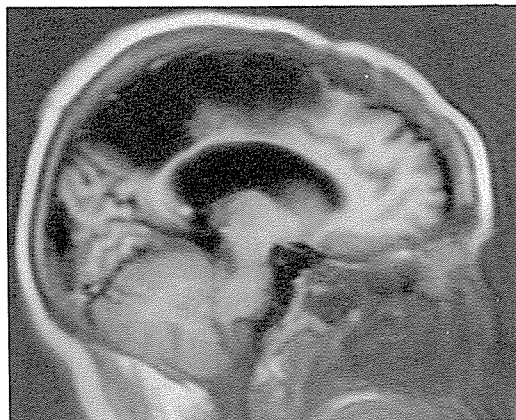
鏡像動作例のMRI右外側矢状断像：TR 2080ms, TI500ms
